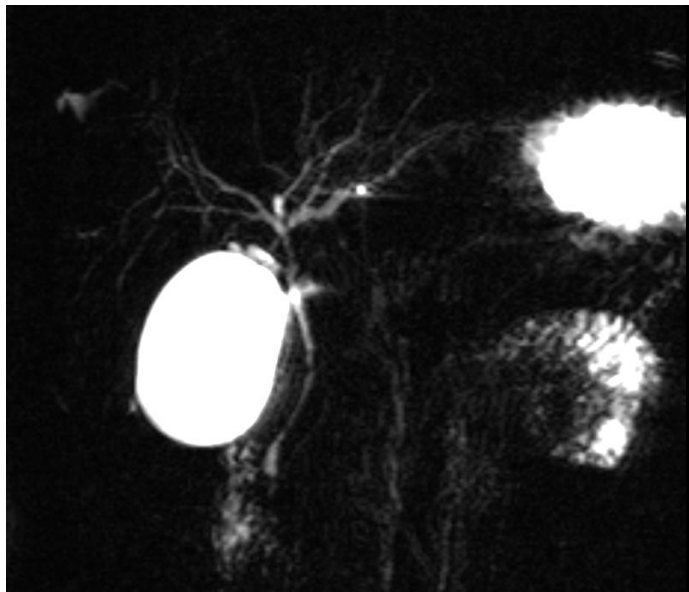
Colangio-Resonancia centrada en el árbol biliar. Se observa una vía biliar intrahepática con múltiples zonas de alteración del calibre por pequeñas estenosis. (Foto del autor).
